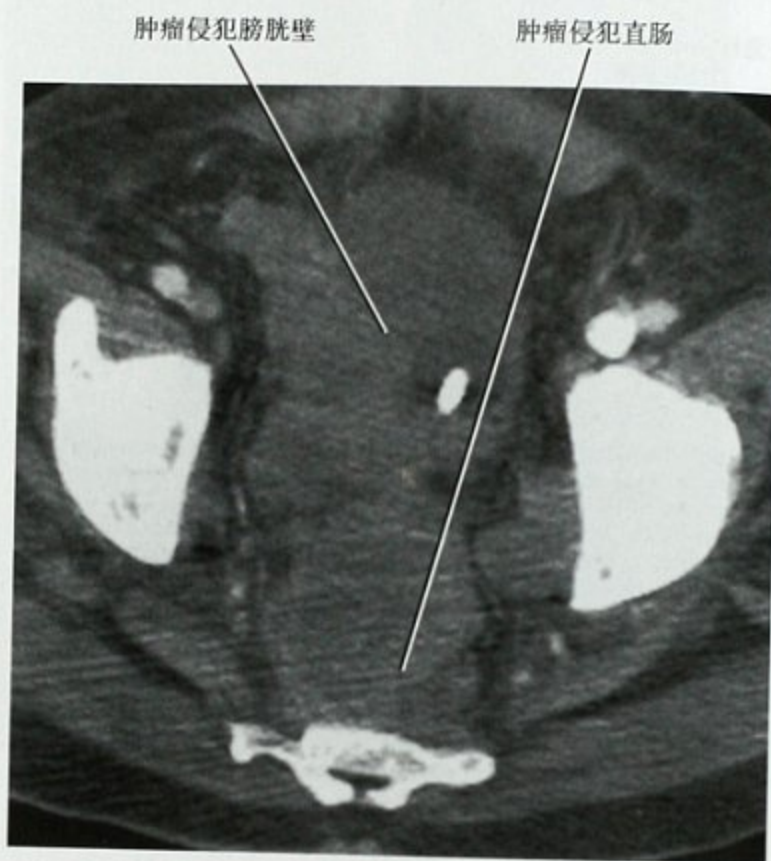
CT增强横断面显示前列腺癌侵犯直肠和膀胱
